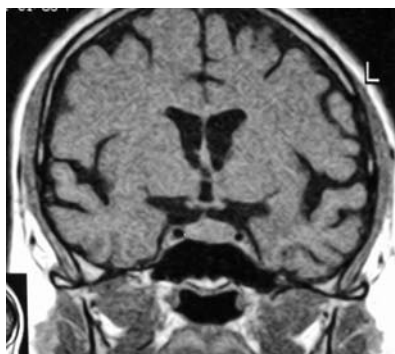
Хвора В., 28 років. МРТ — T1 зважені зображення (ЗЗ), зріз через турецьке сідло (корональна проекція). Ізоінтенсивна гіпофізу ендоселлярна аденома. Виявлені і непрямі ознаки пухлинного ураження гіпофіза: збільшення та асиметрія, зміщення лійки.
